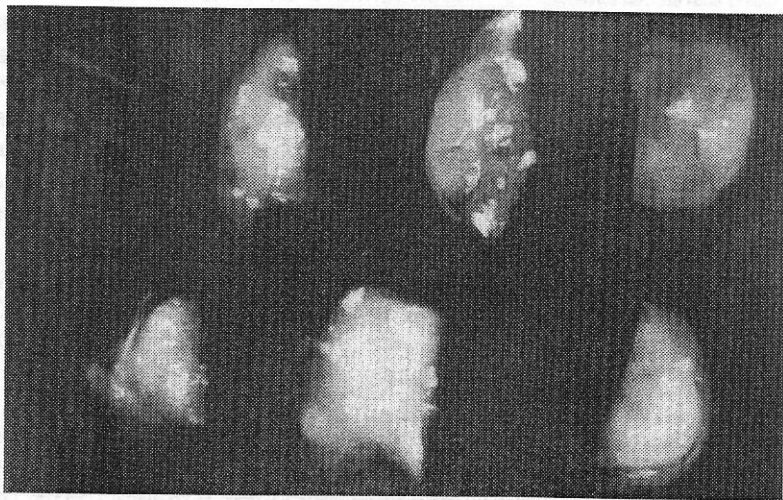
Radiografia da peça cirúrgica acima assinalada, exibindo áreas radiopacas correspondentes a zonas ossificadas
